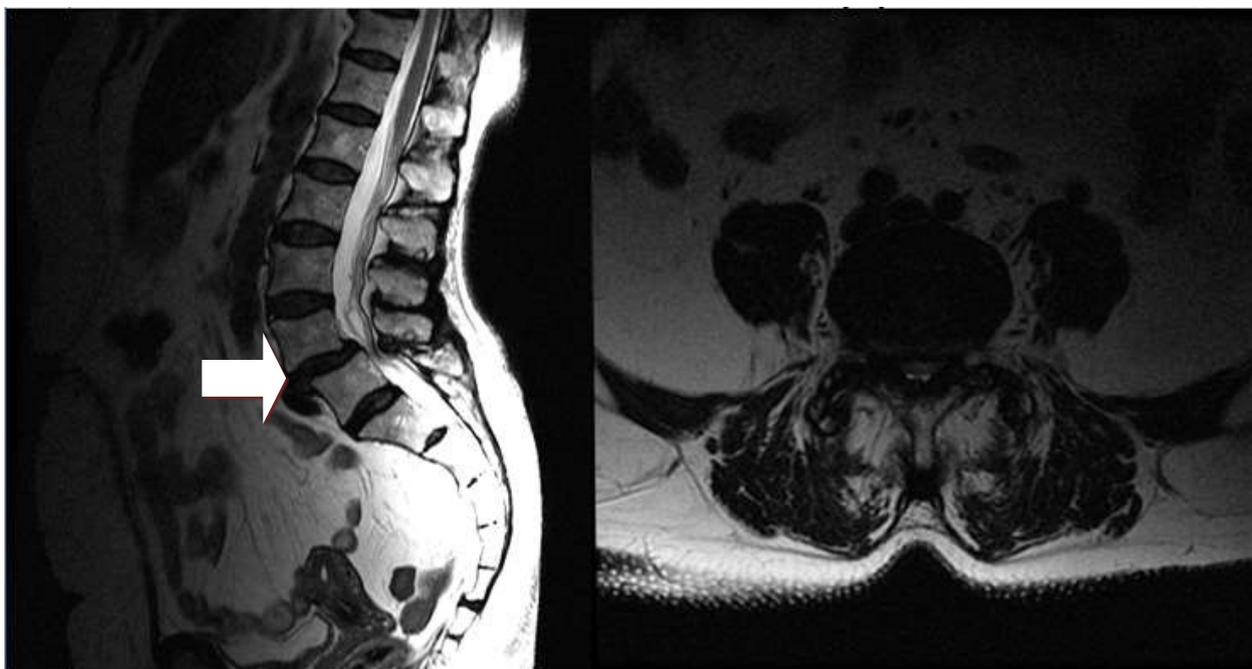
МРТ поясничного отдела позвоночника, МР-картина антеспондилолистез L4 позвонка (отмечено стрелкой) (И/б№5216, 2019г.)
